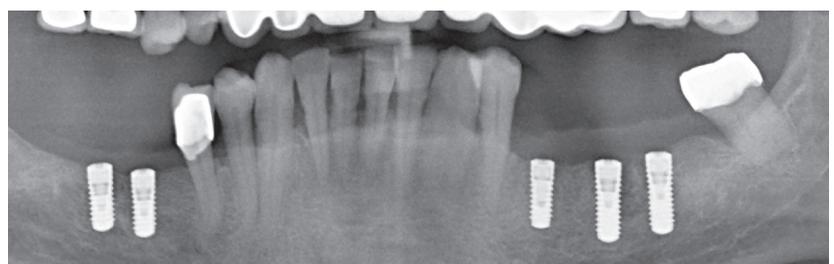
Postoperative Panoramaröntgensichtaufnahme mit den enossalen Implantaten Regio 35, 36 und 37. Im Rahmen der definitiven Zahnersatzanfertigung wird der Zahn 38 entfernt.
